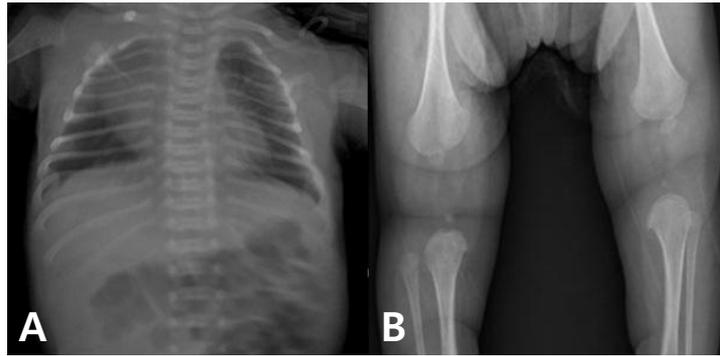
(A) Whole spine AP x-ray shows saw-toothed wheel appearance on thoraco-lumbar vertebral body. (B) Knee x-ray shows irregularity of the epiphysis and metaphysis on femur and tibia. These findings suggest spondyloepiphyseal dysplasia.
